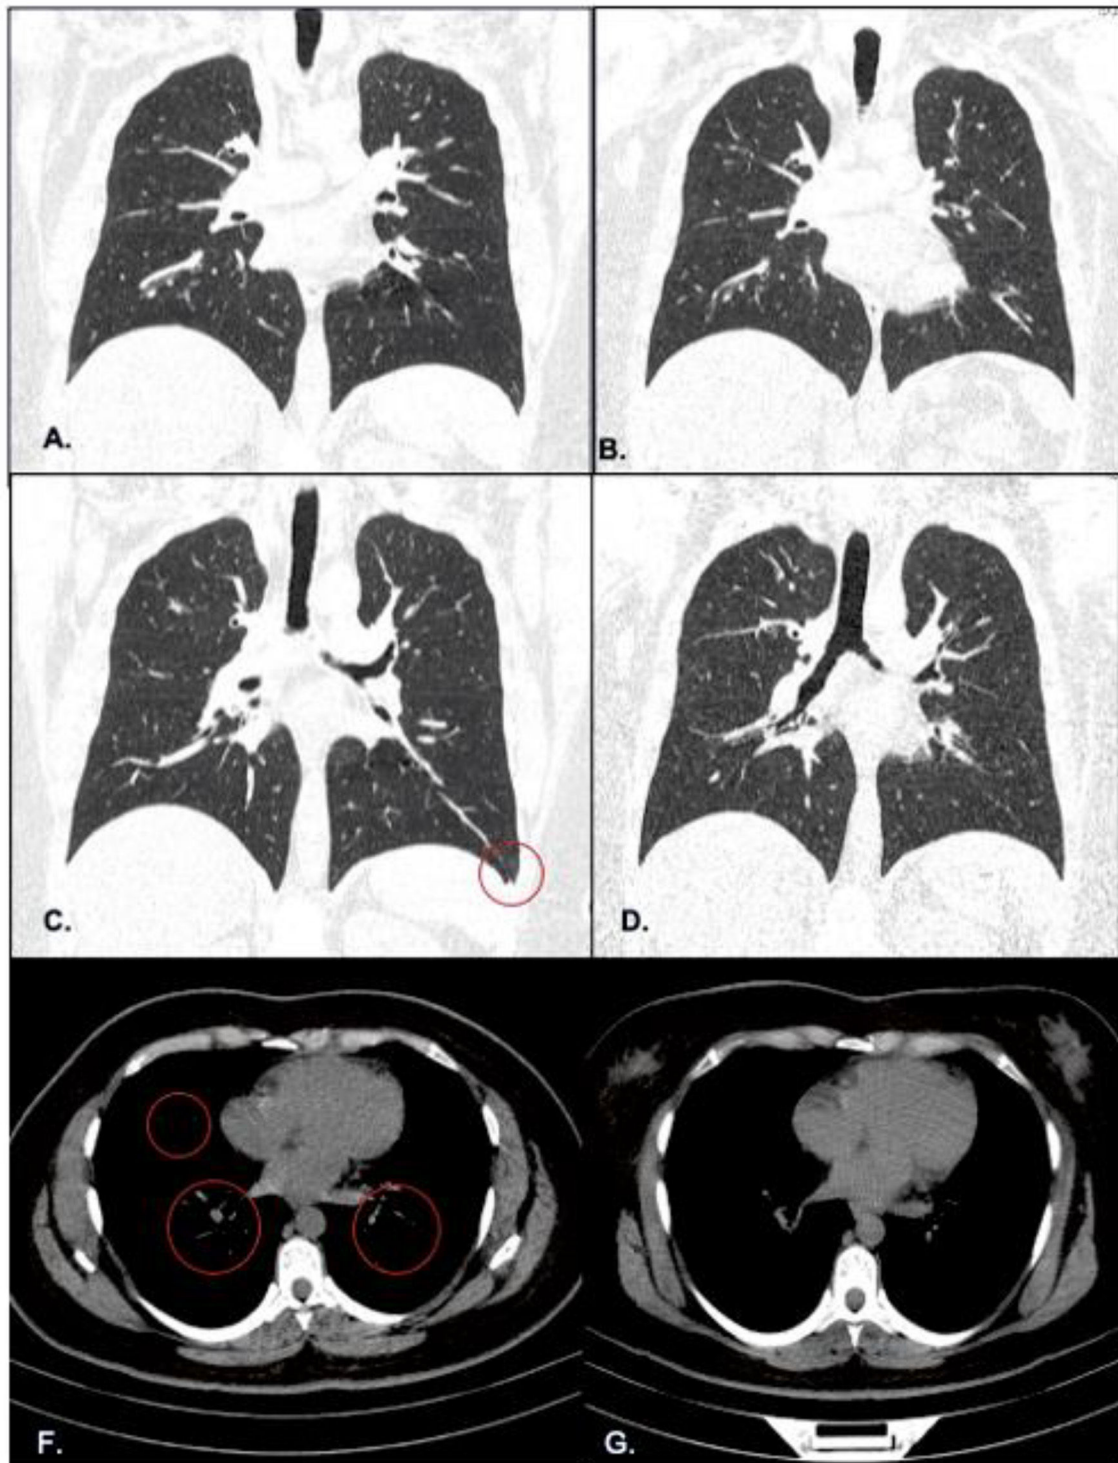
Comparación de estudios de imágenes de tomografía computariza. Plano coronal (A–D). A) Inflamación crónica progresiva de lóbulos inferiores a lóbulos superiores. B) Disminución de la inflamación crónica. C) Pérdida de punta del segmento basal anterior izquierdo. D) Disminución de la pérdida de punta del segmento basal anterior izquierdo. Plano axial (E, F). E) Bronquios, bronquiolos y sacos alveolares inflamados. F) Imagen de pulmones limpios.
